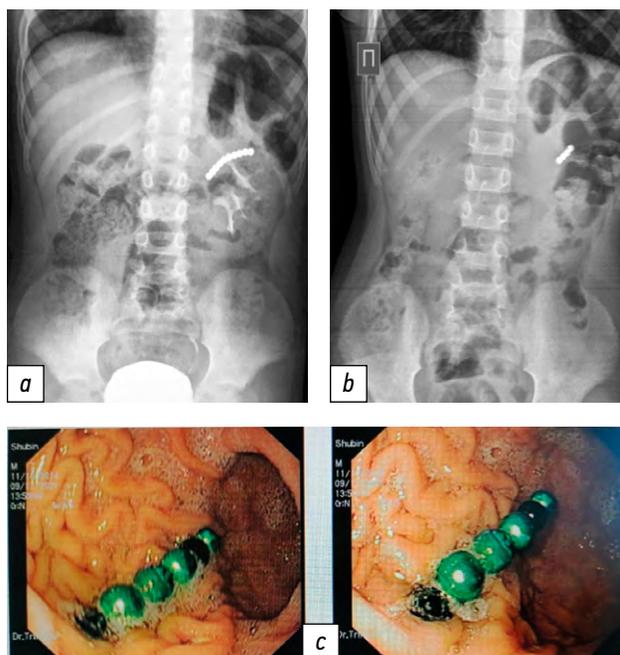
Больной Ш (6 лет), длительность заболевания 7 сут: *a* — обзорная рентгенограмма органов брюшной полости (цепочка из 11 магнитных инородных тел в проекции желудка); *b* — контрольный снимок после эзофагогастродуоденоскопии (оставшиеся 4 магнитных инородных тела в сальниковой сумке); *c* — эндоскопическая картина расположения инородных тел в желудке (7 шариков удалены с преодолением магнитной силы, оставшиеся 4 расположены в сальниковой сумке).
